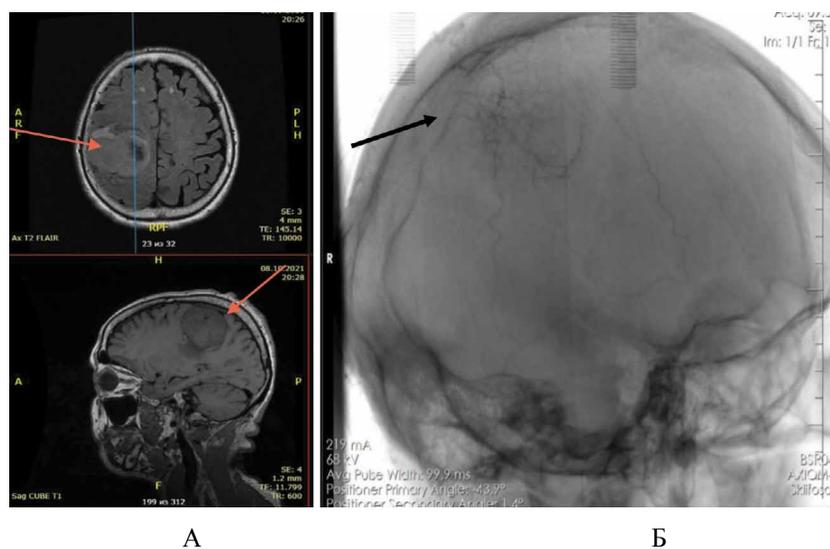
А — МРТ головного мозга. Объемное образование в правой теменной области, размерами 53x47x50 мм (красная стрелка), с перифокальным отеком, поперечной дислокацией до 4 мм. Б — Церебральная ангиография интракраниальных сосудов головного мозга. Отмечается обильное кровоснабжение объемного образования из дистальных ветвей правой a.meningea media из системы правой наружной сонной артерии (черная стрелка). Figure 3. А — MRI of the brain. Volumetric formation in the right parietal region, dimensions 53x47x50 mm (red arrow), with perifocal edema, transverse dislocation up to 4 mm. B — Cerebral angiography of intracranial vessels of the brain. There is an profuse blood supply to the mass formation from the distal branches of the right a.meningea media from the system of the right external carotid artery (black arrow).
